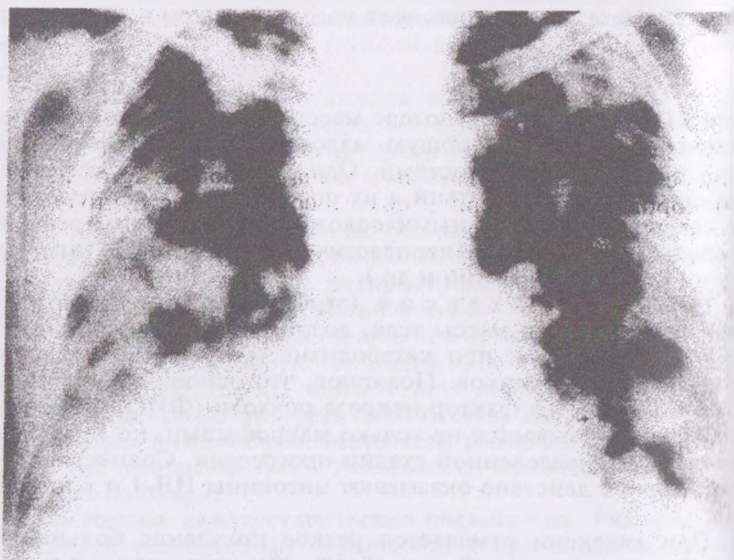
Метастазы рака молочной железы в легких. Рентгенограмма.
